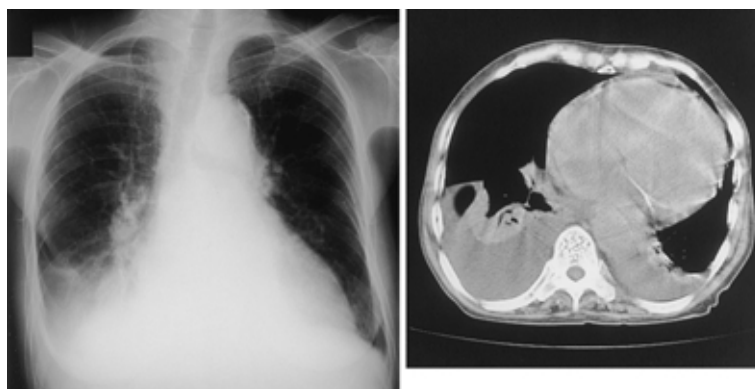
Chest X-ray film and Chest CT scan on 16 October 1995 (13 days after two courses of thiabendazole).
